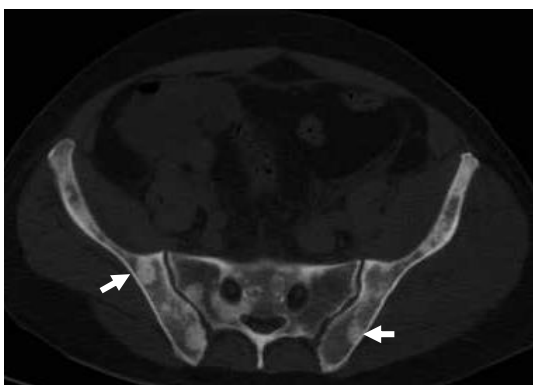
КТ таза. Определяются множественные остеобластические метастазы рака предстательной железы в кости таза. Отдельные метастазы показаны стрелками
